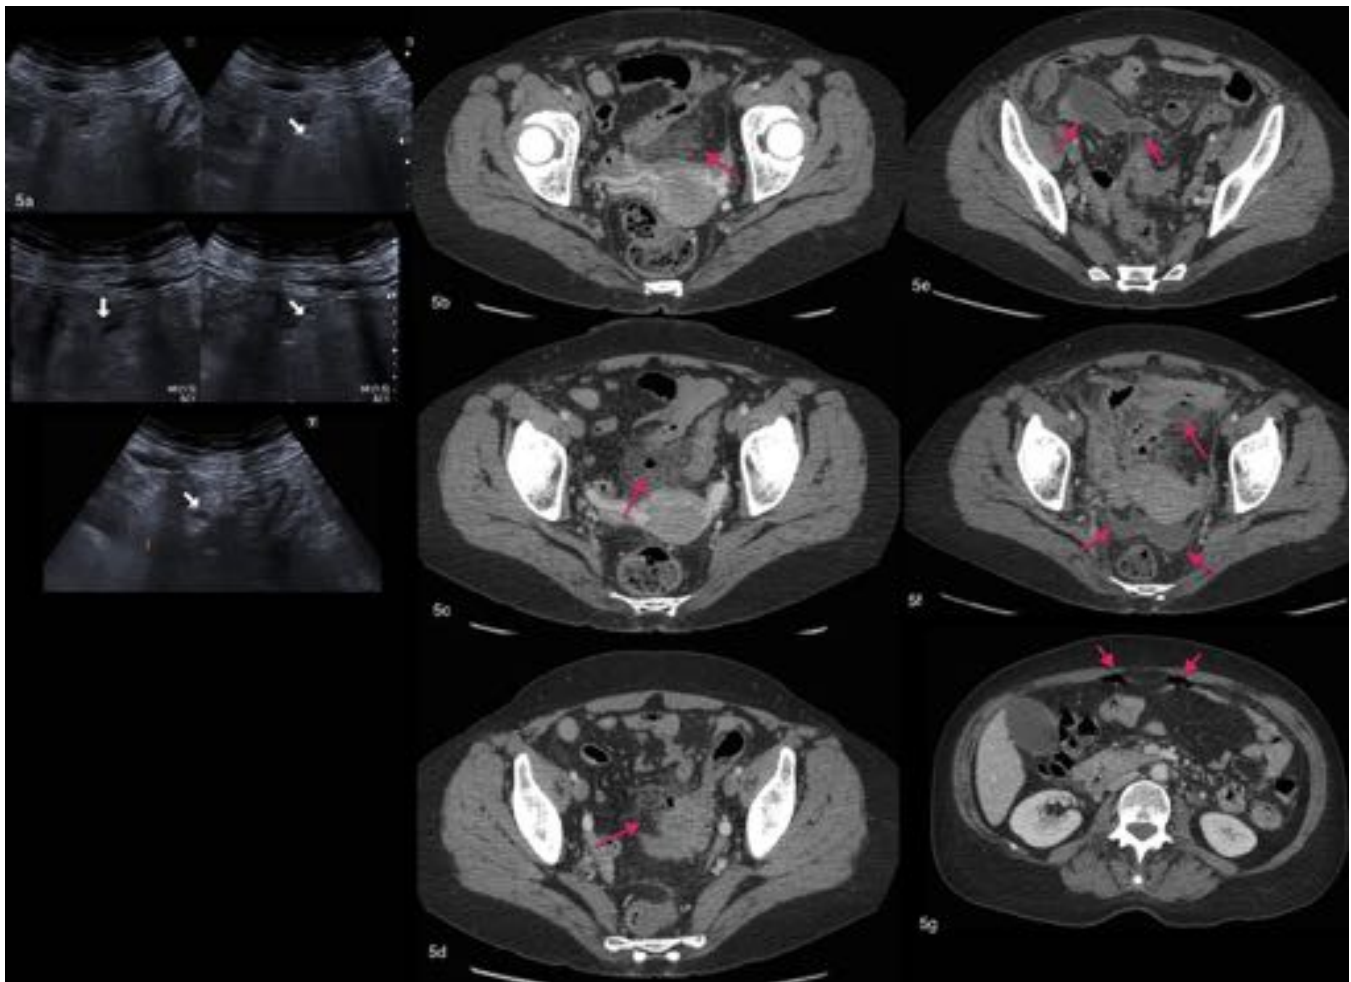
Mujer de 53 años con dolor abdominal inferior. Se realizó una ecografía (5a) donde se objetivó DA con signos de perforación (flechas: burbujas aéreas extrauminales). En TC se objetiva DA sigmoidea con signos de perforación contenida (5b, 5c, 5d). Se optó por un tratamiento conservador hospitalario, sin embargo, a los 4 días hubo un empeoramiento, y en un nuevo TC se apreciaron colecciones hidroaéreas con origen en sigma (5e, 5f) y neumoperitoneo (5g). Se realizó intervención de Hartman.
